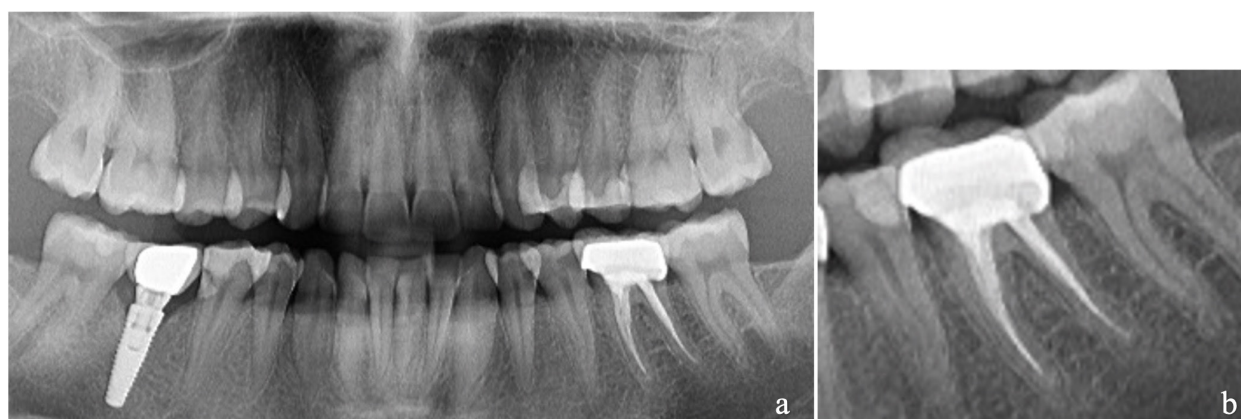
Pre-operative diagnostic radiographic images.
